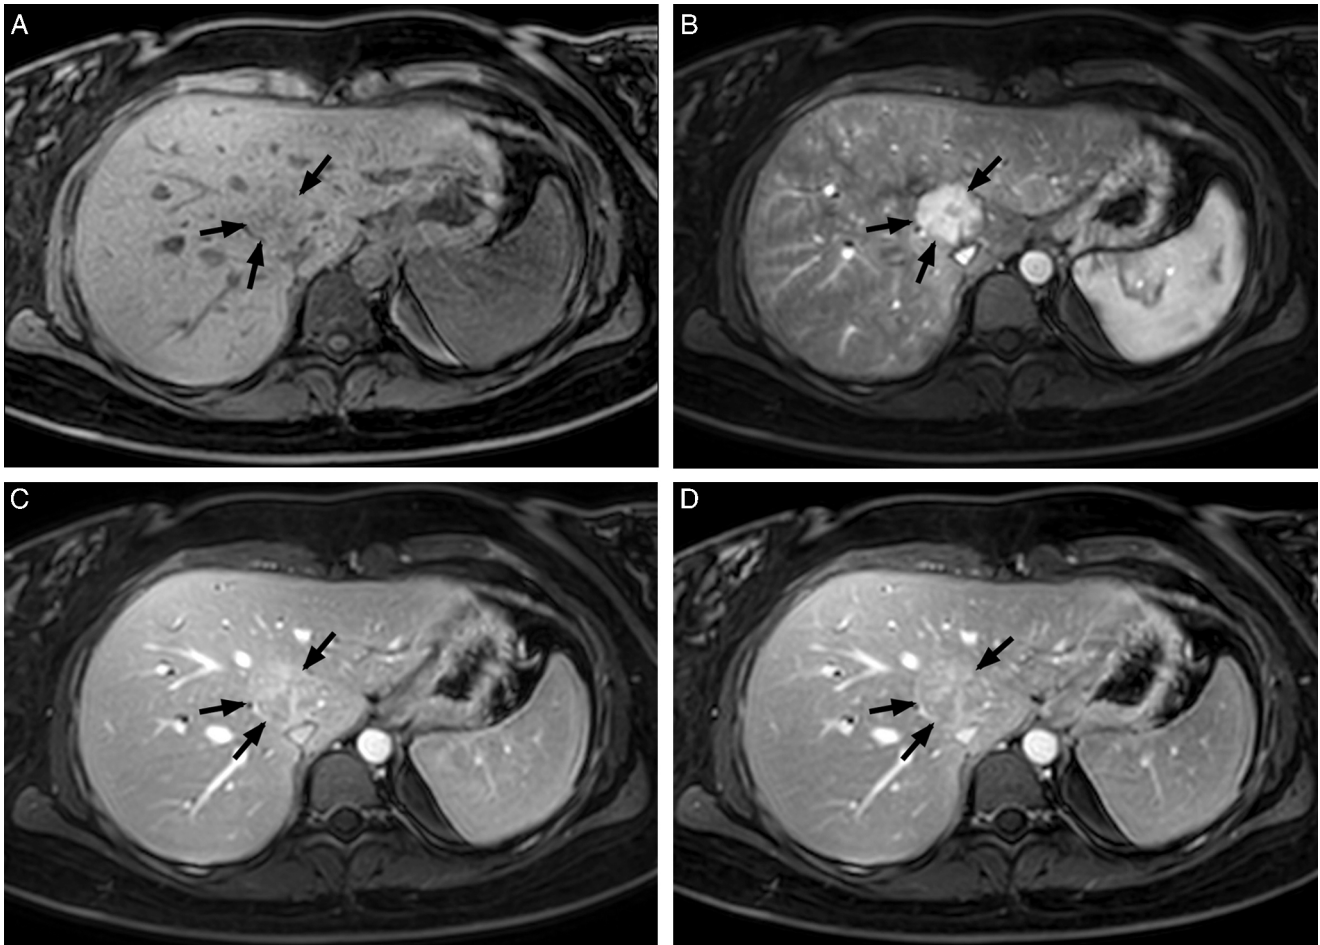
Mujer de 25 años con ictericia y colestasis. La RM hepática, secuencia T1-TEG con supresión de grasa (a) sin contraste y poscontraste (b) en fase arterial, portal (c) y equilibrio (d), demuestra una masa de 36 mm en el segmento VIII (flechas), bien delimitada, con realce intenso y heterogéneo, con centro hipointenso en la fase arterial, que en las fases portal y de equilibrio se hace mayoritariamente isointensa con alguna zona central que permanece hiperintensa, en relación con hiperplasia nodular focal. RM: resonancia magnética; TEG: turbo eco de gradiente.
